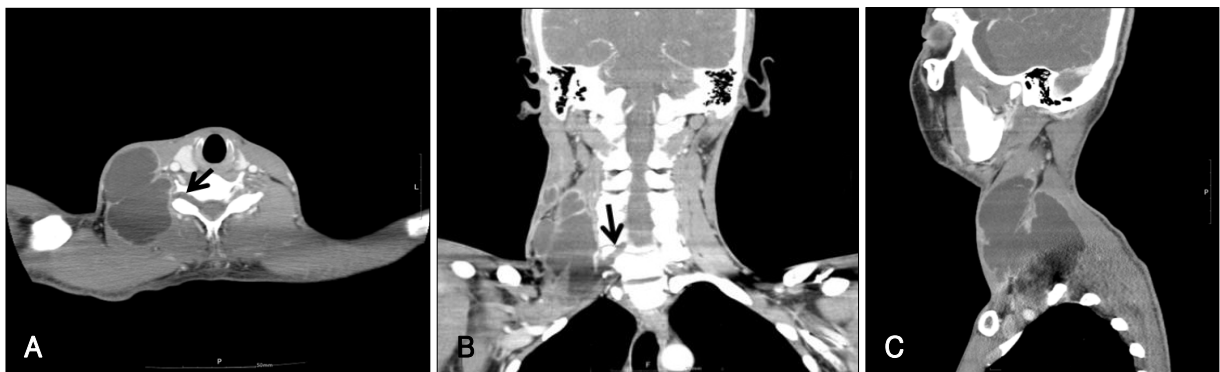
Cervical enhanced CT scans (A: axial, B: coronal, C: sagittal) showed a massive fluid collection in the right anterior cervical region, which revealed a huge-sized pseudomeningocele arising from the right C6-7 intervertebral foramen (arrow).
